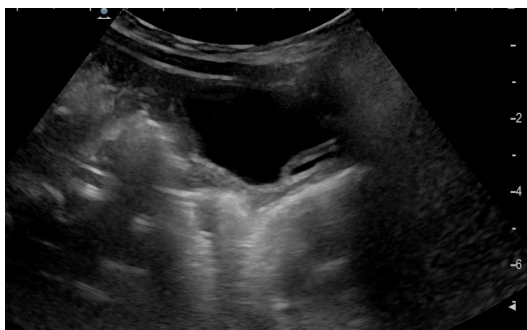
Wodonercze lewostronne – USG jamy brzusznej
